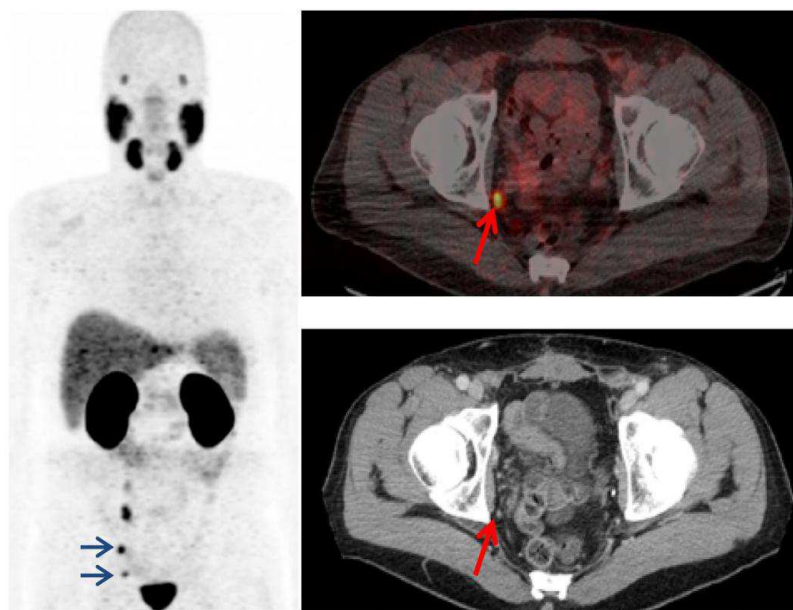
ПЭТ/КТ-изображение с применением РФЛП  $^{68}\text{Ga}$  - ПСМА-11
